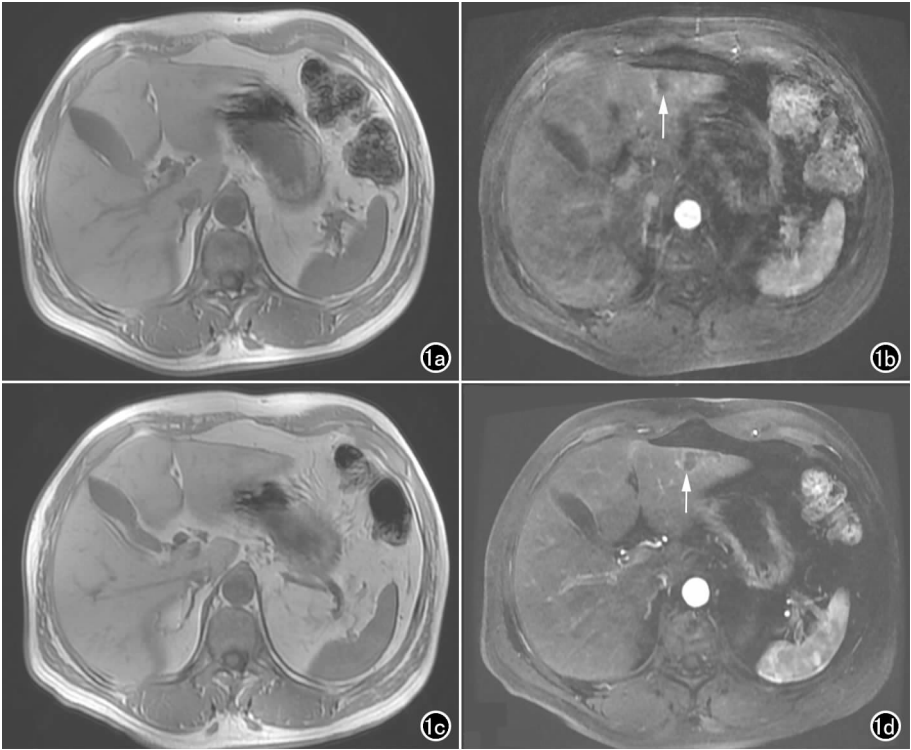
男, 57 岁, 直肠癌外院术后 6 年, 怀疑肝脏转移瘤分别行 Gd-EOB-DTPA 与 Gd-DTPA MRI 增强扫描。a) Gd-EOB-DTPA 注射前 T₁WI 双回波图像, 未见明显呼吸伪影; b) Gd-EOB-DTPA 注射后动脉晚期图像, 伪影评分为 2 分, 可见明显呼吸伪影, 肝脏左外叶转移瘤(箭)显示模糊; c) Gd-DTPA 注射前 T₁WI 双回波图像, 未见明显呼吸伪影; d) Gd-DTPA 注射后动脉晚期图像, 伪影评分为 5 分, 未见明显呼吸伪影, 肝左外叶转移瘤(箭)显示清晰。
